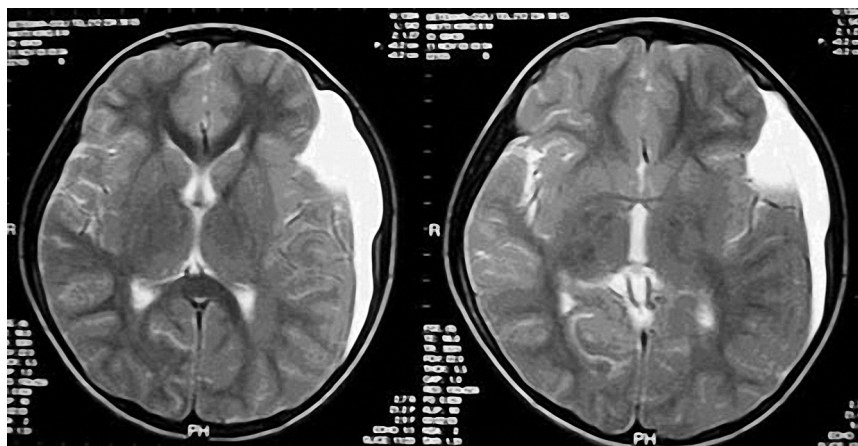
МРТ-картина при субдуральній гідромії.
